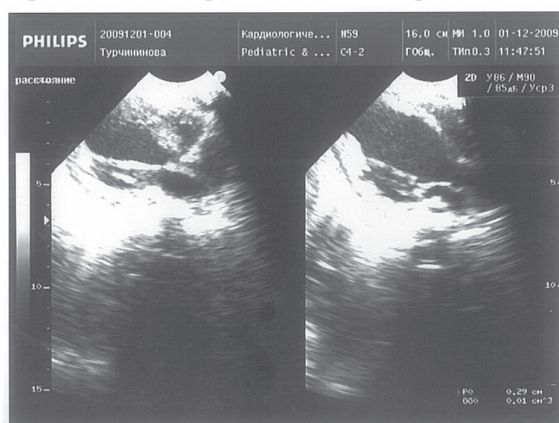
Трансторакальное эхокардиографическое исследование. Парастернальная позиция, продольное сечение по длинной оси левого желудочка. Состояние после операции реплантации левой коронарной артерии у девочки 8 мес; видна сферическая форма левого желудочка, гидроперикард, акинезия межжелудочковой перегородки.
